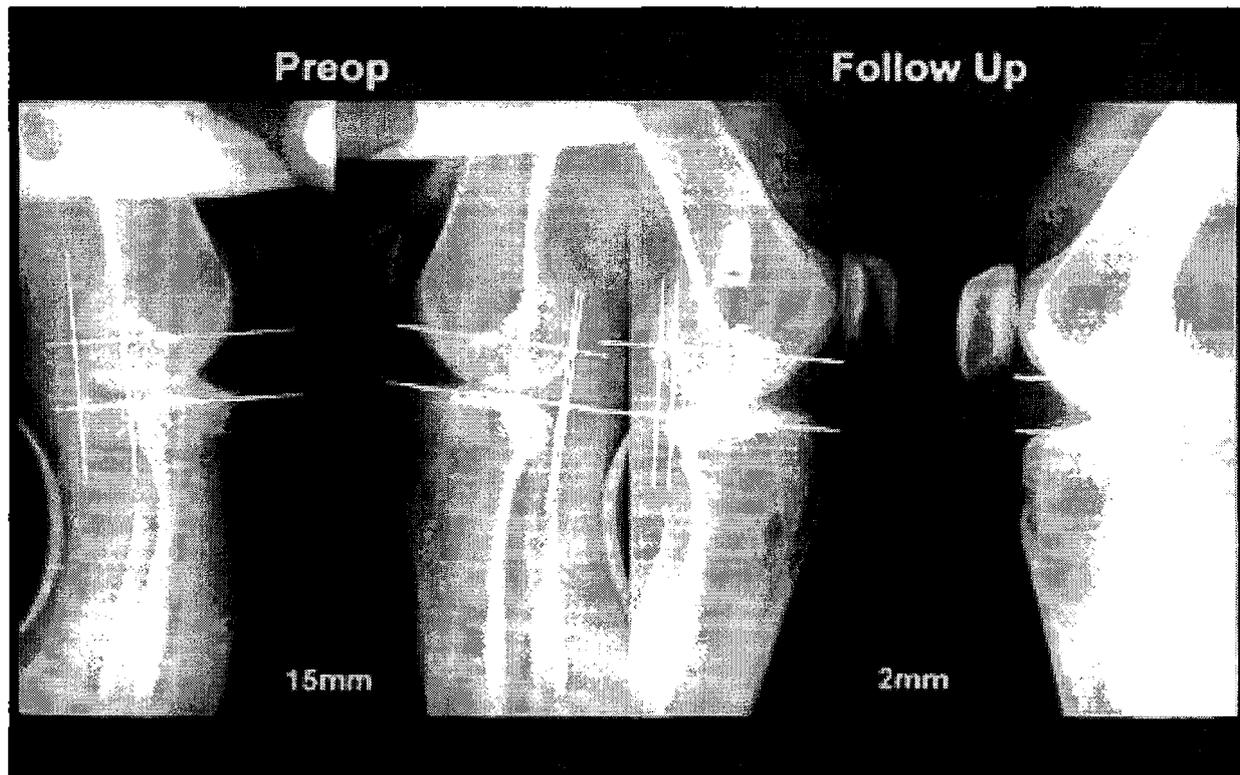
The radiograph of stress test with Telos[®] at postoperative 72 months showed establishment of anterior stability of the knee joint.
